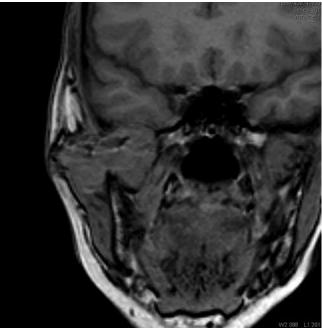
Магнитно-резонансная томограмма. Опухоль интимно прилежит к твердой мозговой оболочке и оттесняет ее внутрь полости черепа
